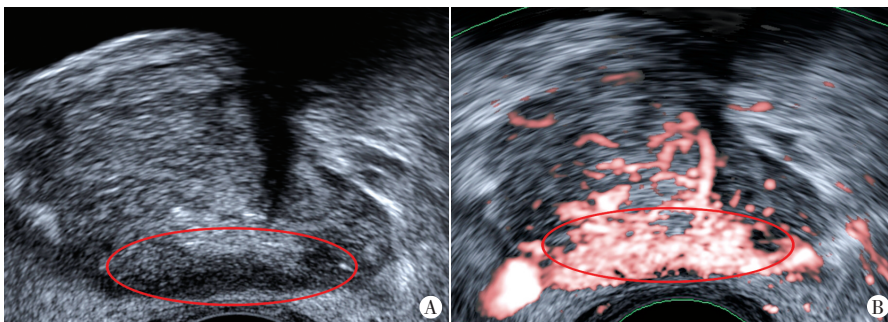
前列腺癌患者(85岁)常规超声图像(A)及SMI图像(B),常规超声显示前列腺外周带增厚、回声减低、内外腺分界不清,SMI 3级,Gleason 评分 5+5=10分。tPSA 为 56.00 ng/ml, fPSA 为 16.00 ng/ml
